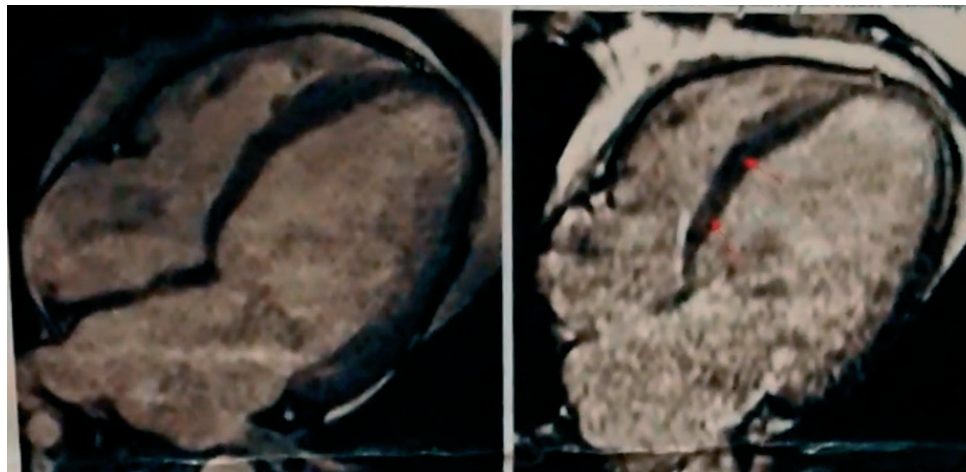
Початкова МРТ серця.
